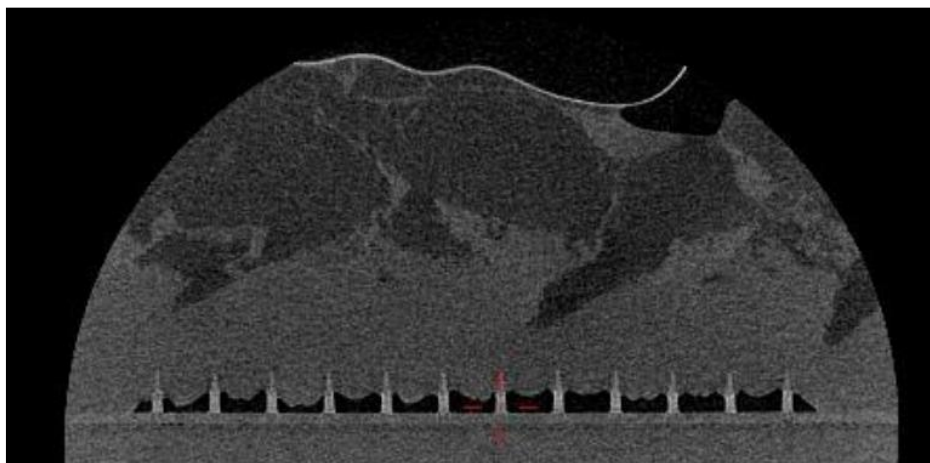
0 X 線 μ CT による穿刺性評価画像
